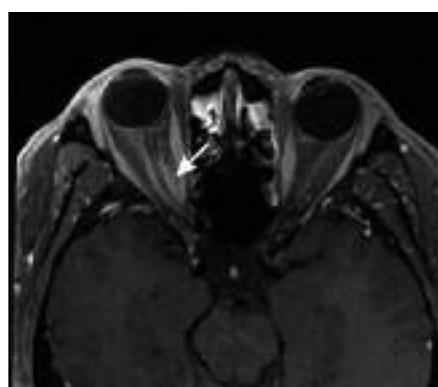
MRI orbit pri bolniku z gliomom vidnega živca: fuziformna zadebelitev celotnega vidnega živca, ki ima na T2-poudarjeni sekvenci v transverzalni ravni hiperintenziven signal (označeno s puščico).
